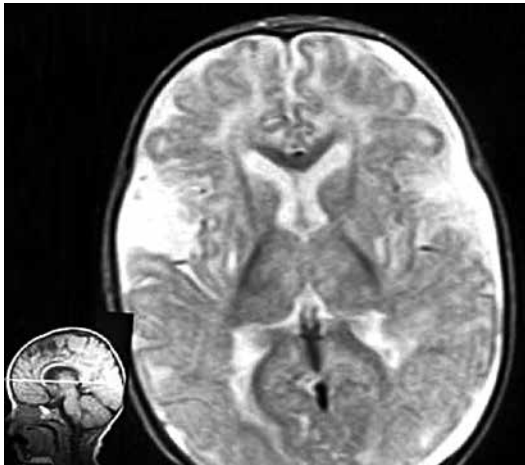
МРТ головного мозга пациента С., 9 мес. Кортикальная и субкортикальная атрофия преимущественно лобно-височных отделов головного мозга, хроническая субдуральная гематома затылочной области справа
